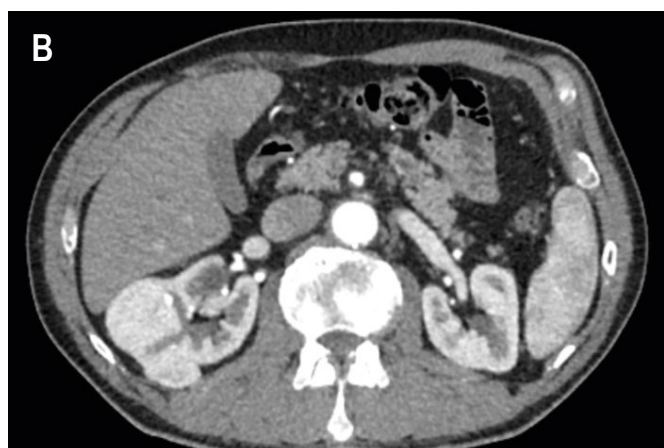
КТ-картина опухолей обеих почек. А – КТ-картина опухолей правой почки; Б – КТ-картина опухоли левой почки; В – КТ-картина опухолей обеих почек.
